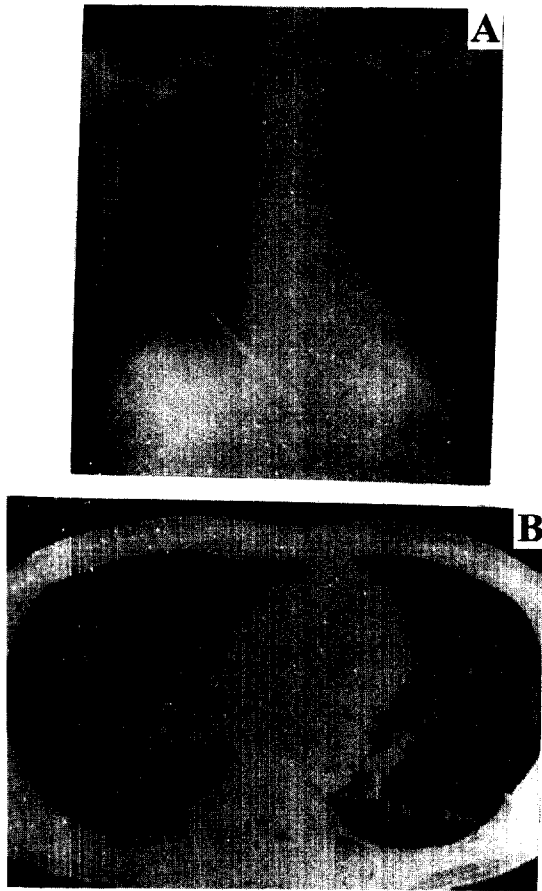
Chest radiograph and high resolution computed tomograph, taken 1 month before admission, shows diffuse interstitial infiltration of both lower lung zone (A) and the ground-glass opacity of the posterior lower lung zone(B).
